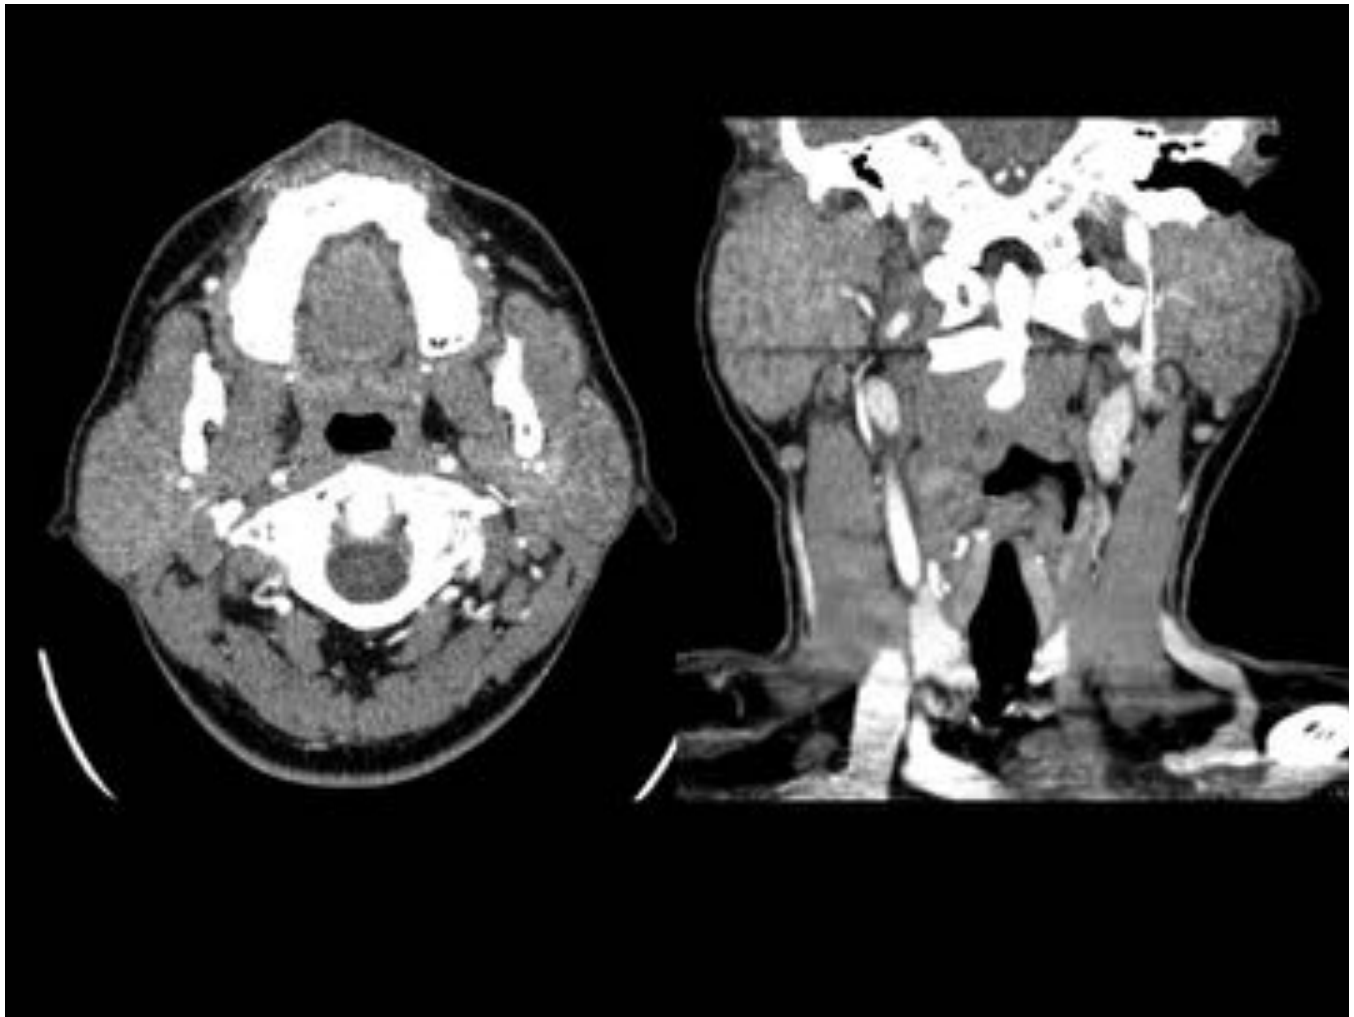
Enfermedad de Mikulicz. Paciente con tumefacción facial derecha de meses de evolución. En el TC se aprecia un aumento del volumen de la glándula parotídea derecha con homogeneidad de la misma. El estudio histológico puso de manifiesto la presencia de un denso infiltrado de linfoplasmocitario con una inmunohistoquímica positiva para IgG4.
